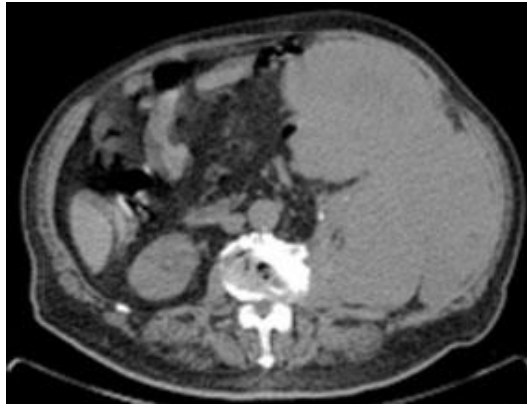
Tomografía axial computarizada de abdomen, corte horizontal.
